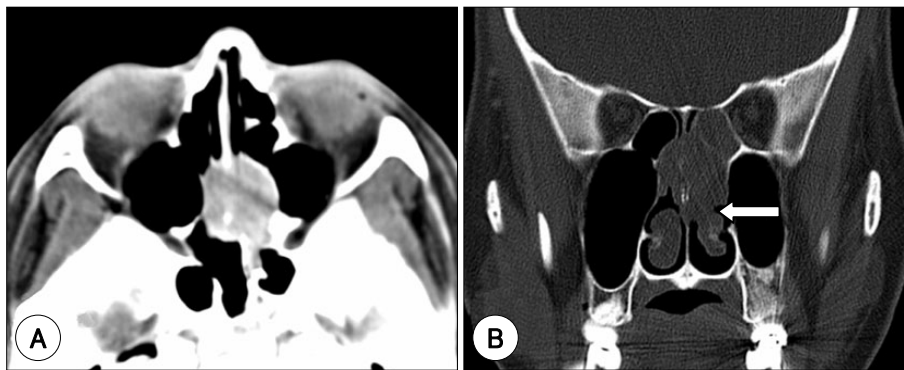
Axial (A) and coronal (B) views of paranasal sinus CT scan show that the mass is at the upper portion of the nasal septum and is extended to the left inferior turbinate (arrow).
